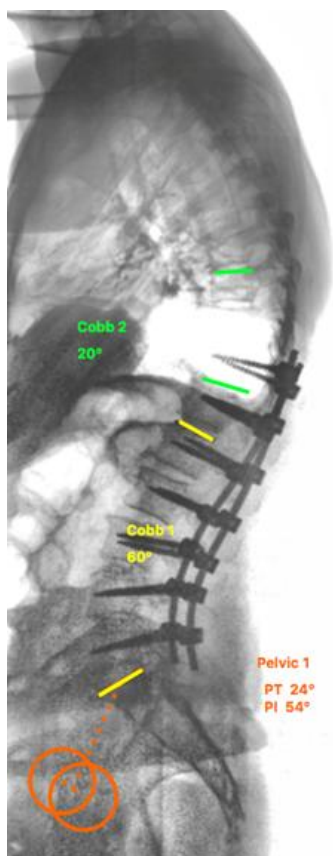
Рентгенограмма пациентки Д., 62 лет после операции в боковой проекции. PI=54°, PT=24°, SVA=24 mm, LL=60°, PJA=20°
